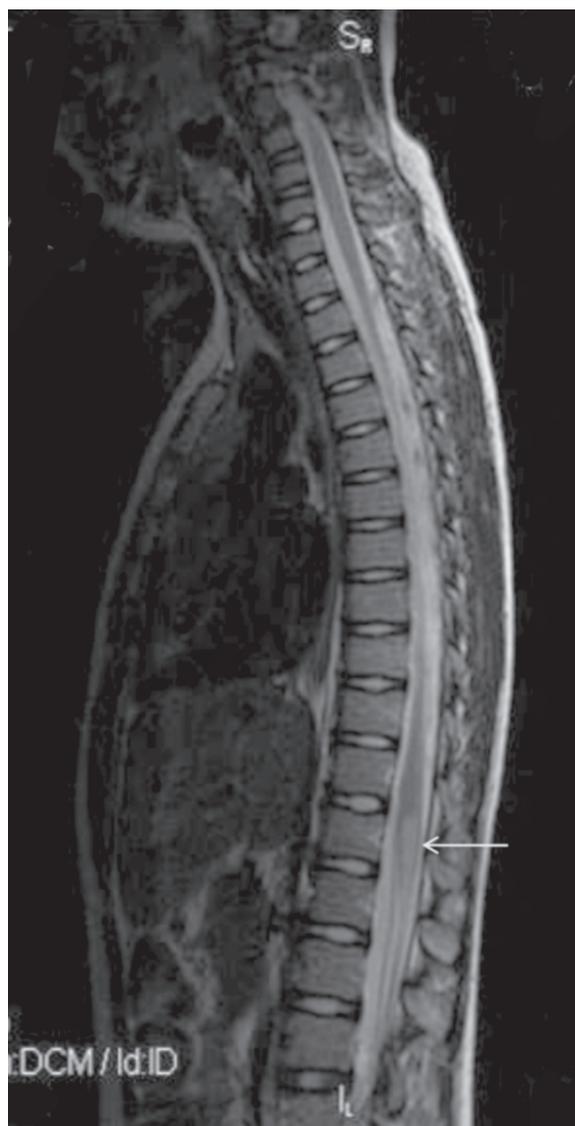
Imagen RM, corte sagital T2, donde se observa una hiperintensidad en el cono medular correspondiente con contusión a dicho nivel. No se observa hemorragia o compresión extraneural
